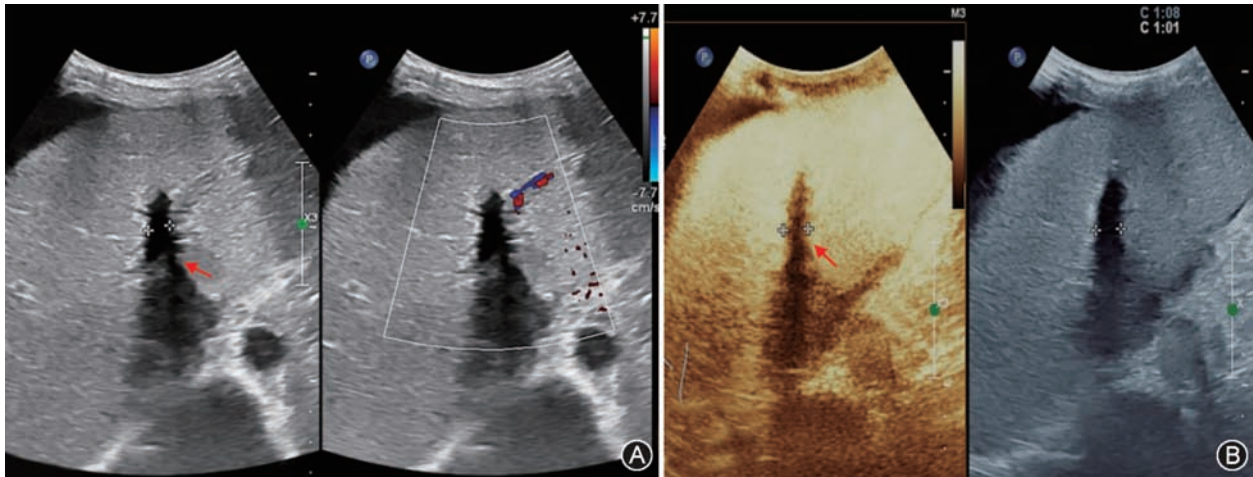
肝移植术后门静脉急性血栓形成超声图像 患者女, 42 岁, 肝移植术后 2 个月; A: 灰阶超声检查门静脉左支呈无回声(箭头), 但彩色多普勒血流成像显示其内无血流信号; B: 超声造影显示门静脉左支造影剂充盈缺损(箭头)
